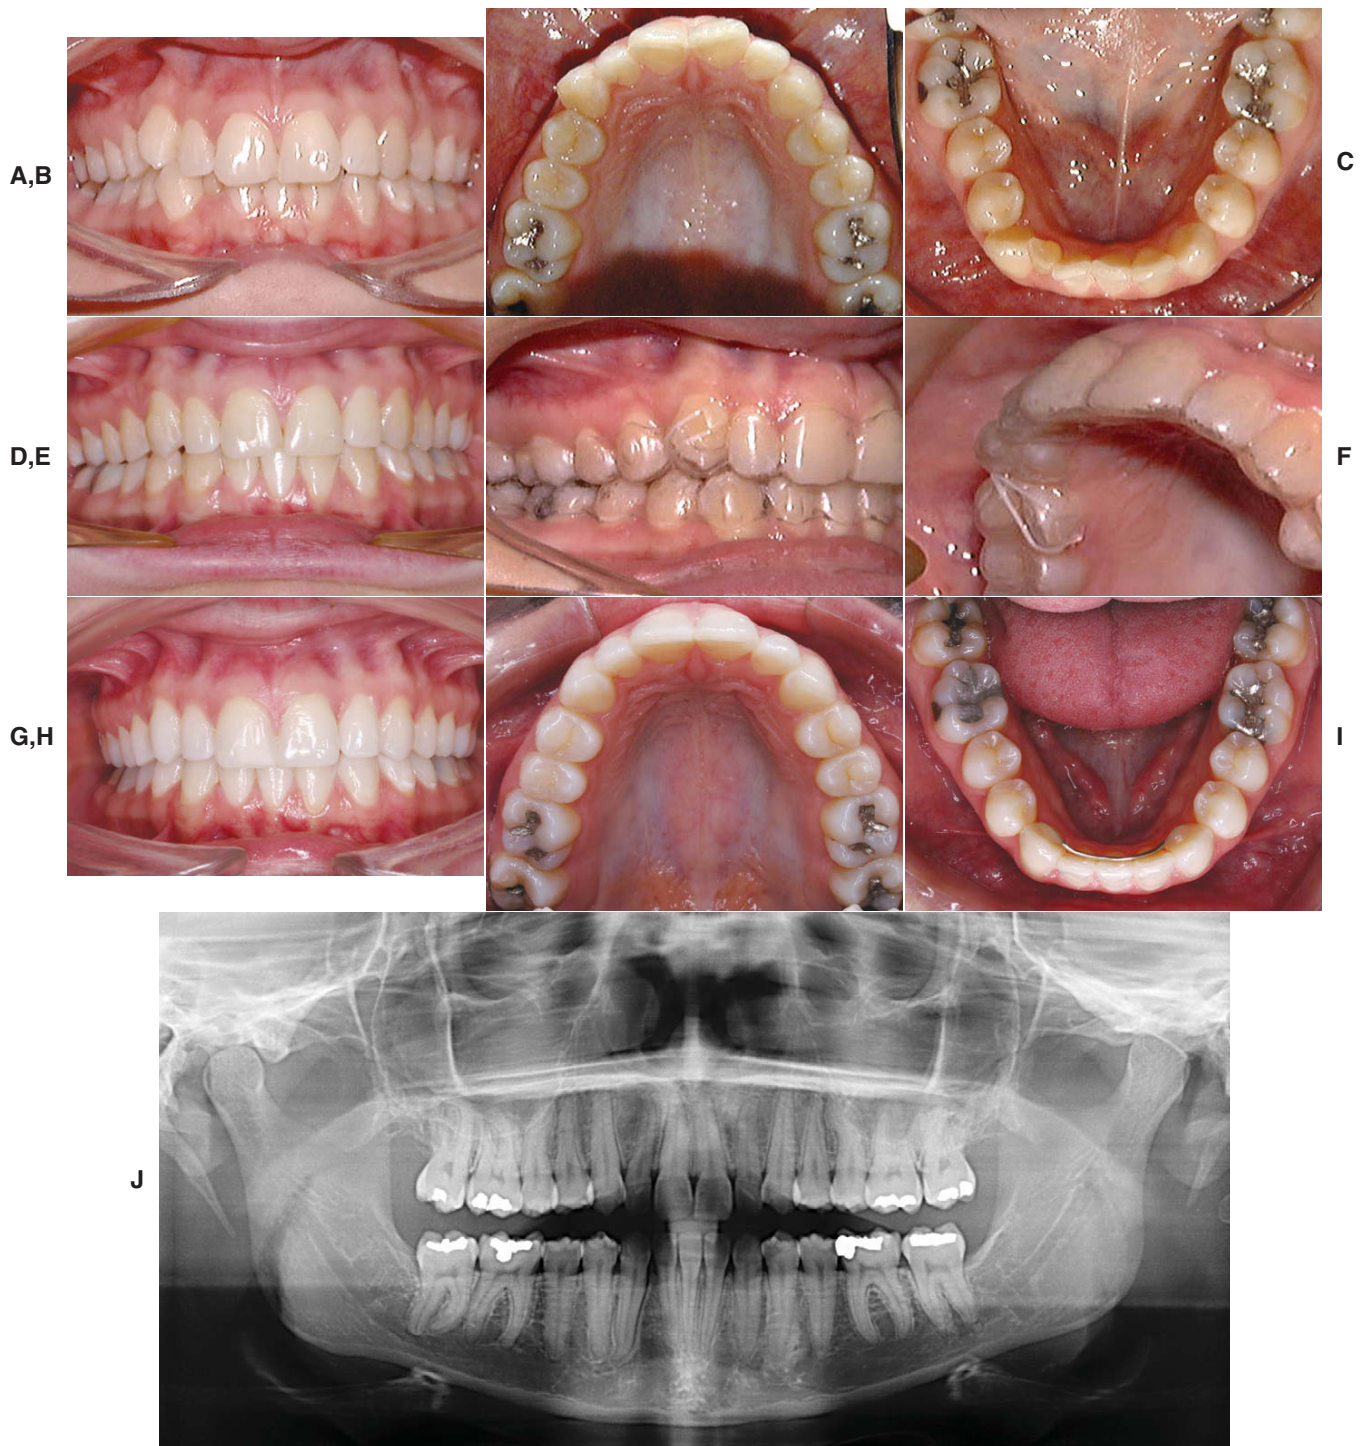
Esse paciente de 24 anos de idade tinha uma agenesia do incisivo lateral inferior direito permanente. A, Vista frontal. B, Oclusal maxilar. Note a rotação do canino superior direito. C, Oclusal mandibular. O plano era promover a rotação necessária e o movimento radicular. Antes de o tratamento começar, o desgaste dos quadrantes posteriores superiores foi realizado para reduzir a discrepância dentária. D, Note os *attachments* difíceis de serem vistos colados no canino e nos incisivos superiores direitos e o incisivo central e o canino mandibular direito. O plano original estimado em 13 a 15 alinhadores inferiores, mais 3 alinhadores para sobrecorreção. E, F, Após oito alinhadores, foi notado que o canino superior direito não estava se movendo, e um elástico para o dispositivo adicional colado foi usado com o alinhador para futura rotação dele. Novos registros foram tomados, e quatro alinhadores superiores e cinco inferiores foram revisados, e três alinhadores, com sobrecorreção revistos, foram fabricados. G a I, Tratamento finalizado. Um retentor colado de canino a canino foi usado, e o alinhador maxilar final foi usado durante a noite como contenção maxilar. J, Radiografia panorâmica do tratamento finalizado. O tempo total de tratamento foi de 19 meses (incluindo 2 meses esperando a revisão dos alinhadores). (Cortesia do Dr. W. Gierie.)
